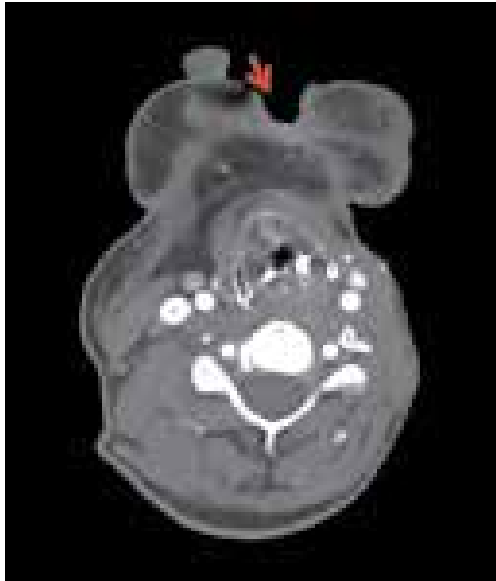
Магнитно-резонансная томография подбородочно-подчелюстной области. Состояние спустя 3 мес после начала терапии пембролизумабом. Опухоль достоверно не определяется. В области ранее локализовавшегося новообразования — дефект мягких тканей (отмечен красной стрелкой)
